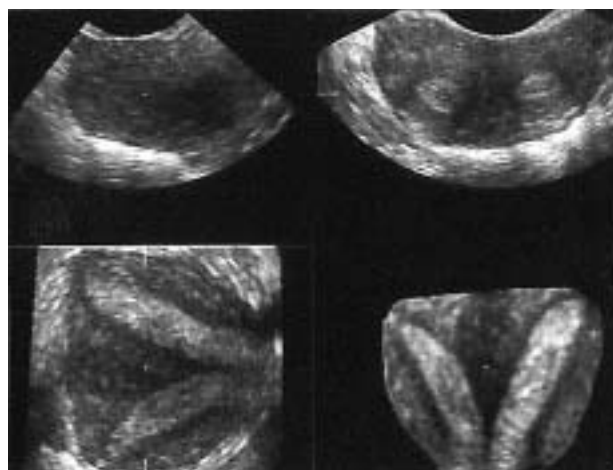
Ecografía tridimensional del útero septo. Se puede observar con claridad la presencia de un septo uterino completo y un fundus uterino plano.
